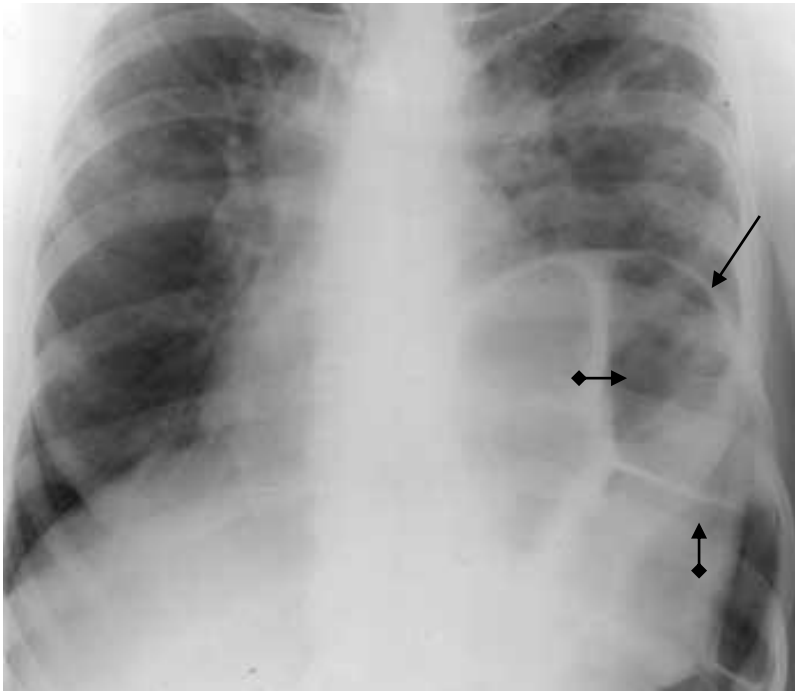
Обзорная рентгенограмма грудной клетки в прямой проекции. В левом легочном поле субтотальная неоднородная тень с просветлениями (стрелка), разделенными линейными тенями (стрелки с ромбами). Легочный рисунок в левом легком усилен. Средостение смещено вправо. Купол диафрагмы слева четко не дифференцируется. Диафрагмальная грыжа слева
